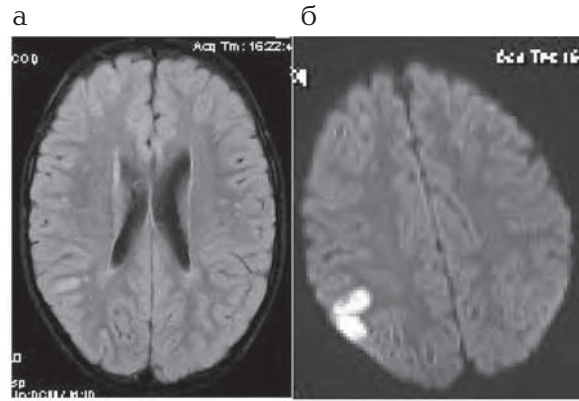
Пациент 4 лет. Диагноз: ВИЧ-инфекция. Магнитно-резонансные томограммы: а — FLAIR ИП, аксиальная плоскость. Множественные мелкие очаги глиоза в белом веществе обоих полушарий мозга; б — DWI, аксиальная плоскость. Зона острой ишемии в кортико-субкортикальных отделах правой теменной доли (бассейн правой СМА), множественные мелкие очаги острой ишемии в белом веществе лобно-теменных областей с обеих сторон
